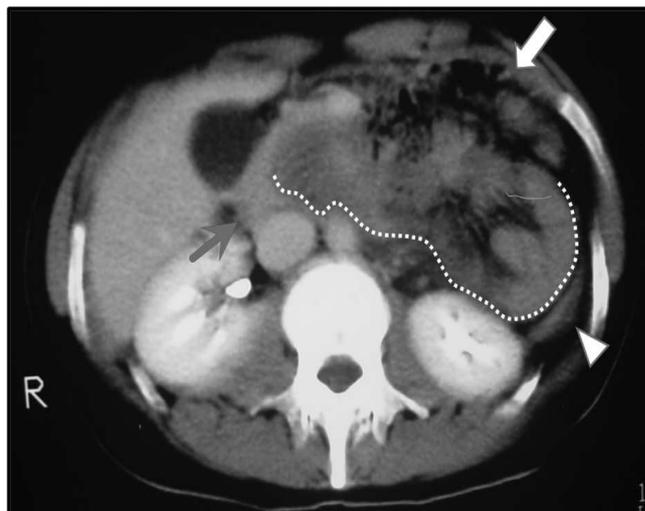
Tomografia demonstrando insinuação de alças intestinais de delgado (demarcadas por linhas pontilhadas) lateralmente à cabeça pancreática (seta cheia), levando a deslocamento anterior da câmara gástrica (seta aberta) e posterior do cólon descendente (ponta de seta).
